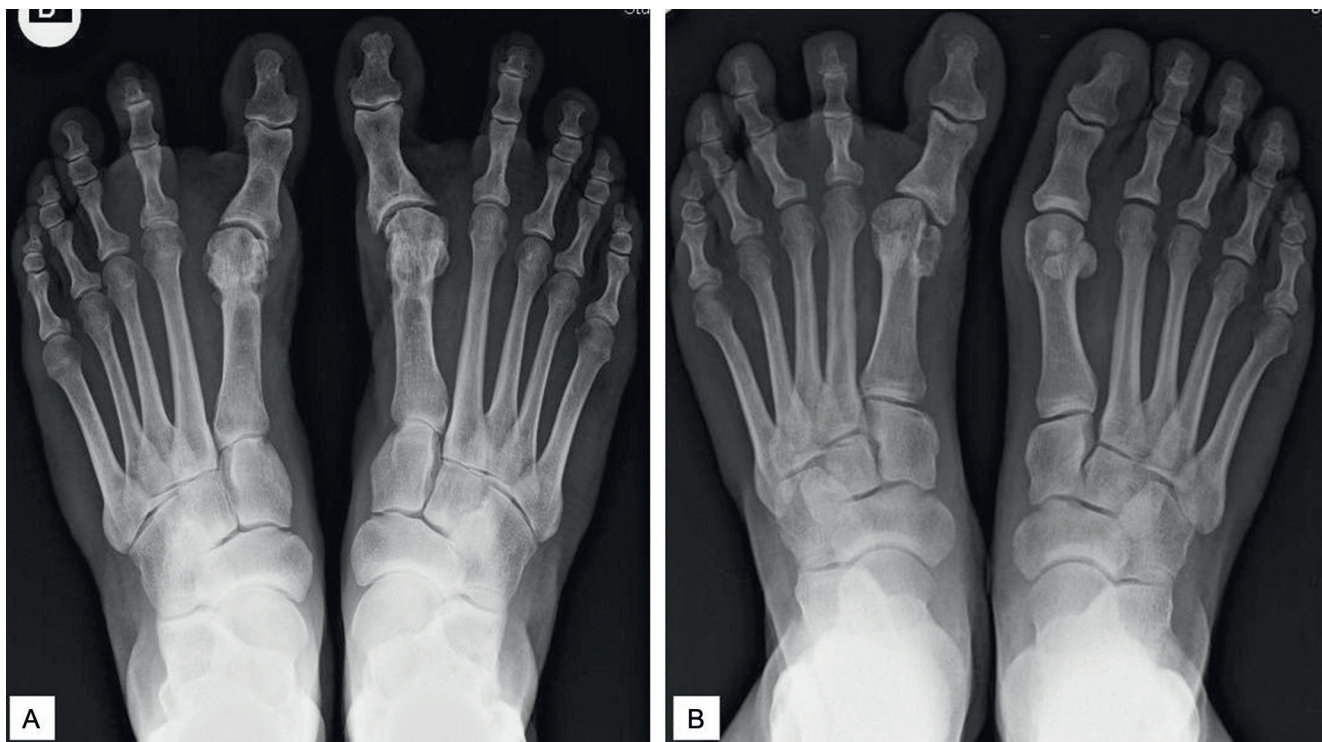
Radiographies comparatives de forme d'hallux varus.
